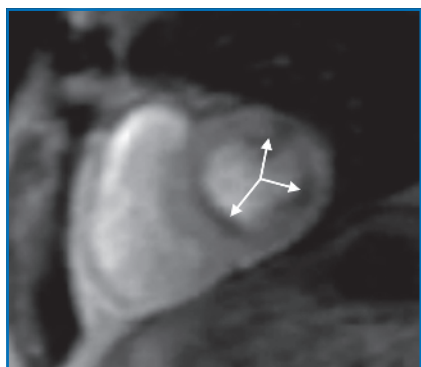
IRM de stress de perfusion en vue petit axe chez un patient ayant des douleurs thoraciques d'effort et un BBG. Il existe un défaut de perfusion au niveau de 3 secteurs myocardiques distincts (flèches). Aucun foyer de rehaussement tardif, donc pas de séquelle de nécrose (image non montrée). Le patient présentait une atteinte tritronculaire à la coronarographie.
